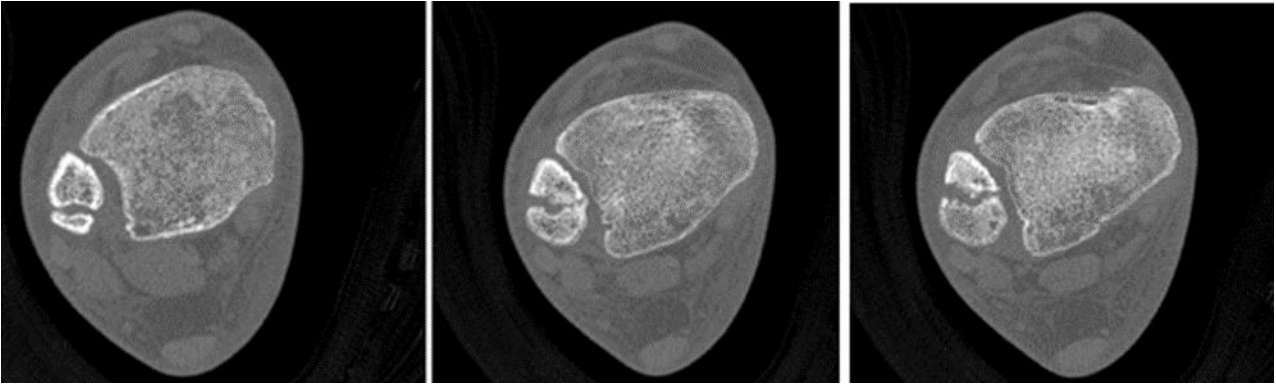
TAC corte axial do MID
